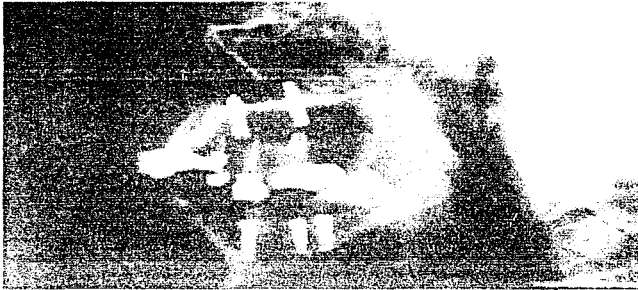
Radiografía lateral simple en donde se observa el tamaño real de los implantes inferiores; los superiores se observan en seno.
